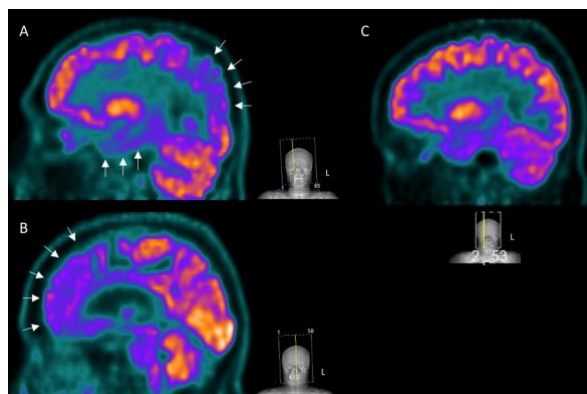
FDG PET. (A) demência de Alzheimer, (B) demência frontotemporal e (C) captação normal de ^{18}F -FDG. As setas brancas indicam áreas corticais hipometabólicas (116).
